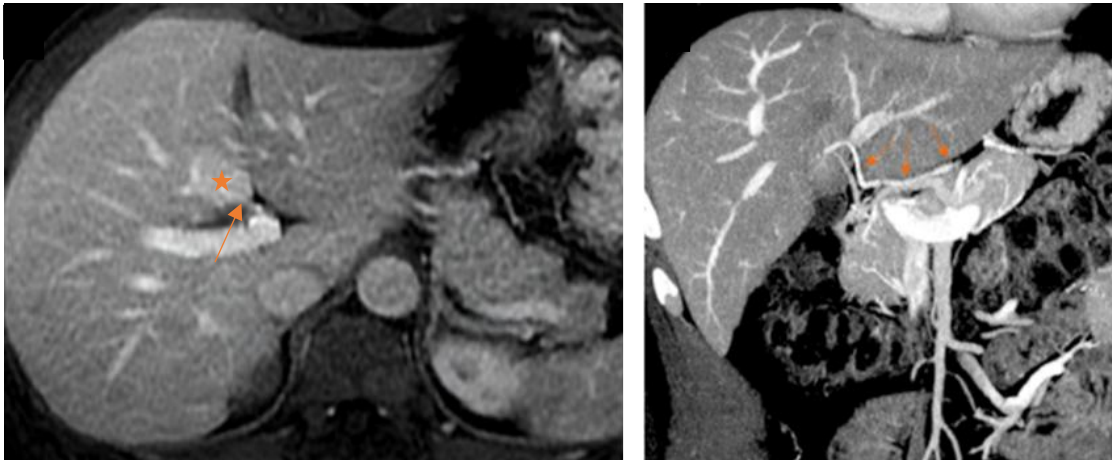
RM abdominal secuencia T1 fatsat poscontraste fase venosa portal en plano transversal y TC poscontraste fase portal en plano coronal.
